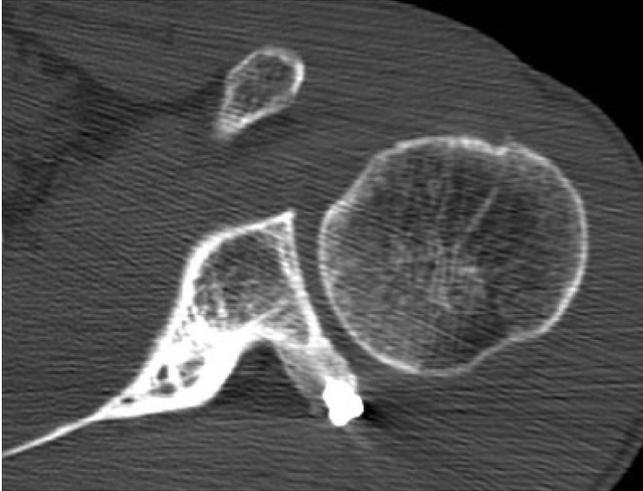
▲ Linke Schulter. Postoperative CT-Kontrolle 6 Monate nach posteriorer glenoidaler Beckenkammapposition mit 2 Titanschrauben (fecit L. Lafosse). (Aus [29], mit freundlicher Genehmigung von Elsevier)
